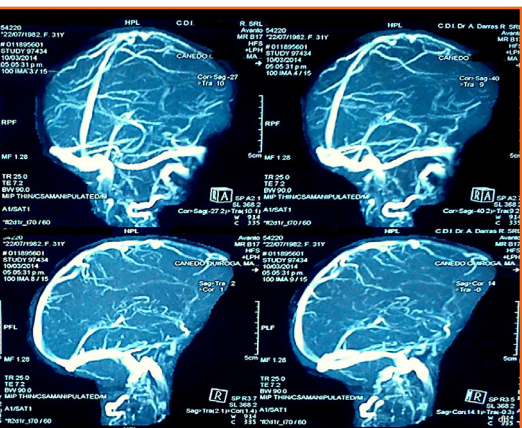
Resonancia magnética Vasculitis asociada a meningoencefalitis tuberculosa.
